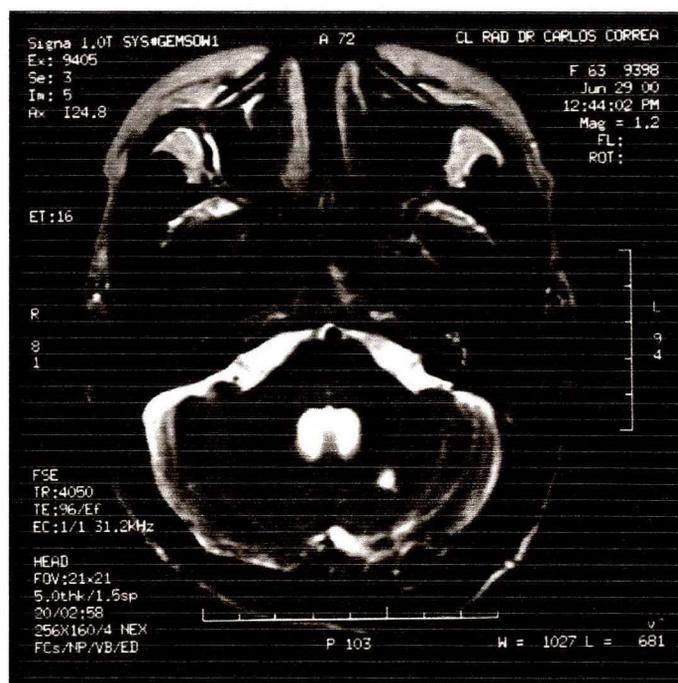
Lesão hiperintensa em hemisfério cerebelar esquerdo em imagem T2 de RM da paciente III-1.
